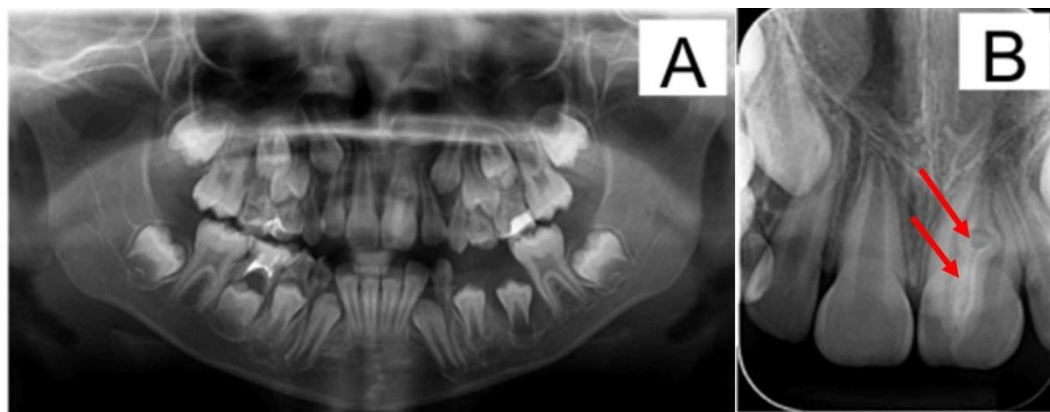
Imagens radiográficas da paciente evidenciando A) na radiografia panorâmica paciente em dentadura mista com dentes decíduos e permanentes em diferentes estágios de formação e na B) radiografia periapical apresentando imagem do dente 21 com ampla câmara pulpar e alteração semelhante à imagem de “um dente dentro do outro” indicada pelas setas.
